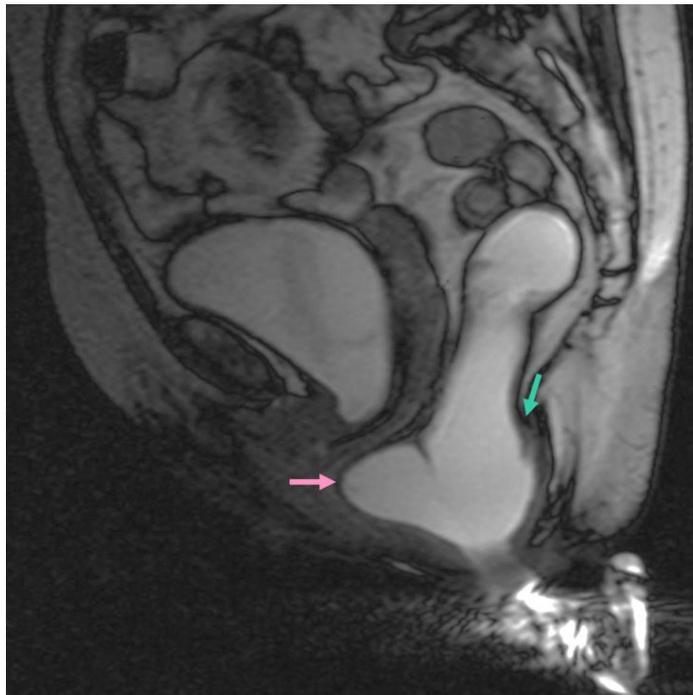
Defecografia por RM mostrando uma retocela (seta rosa) e intussuscepção retal precoce (seta turquesa).
